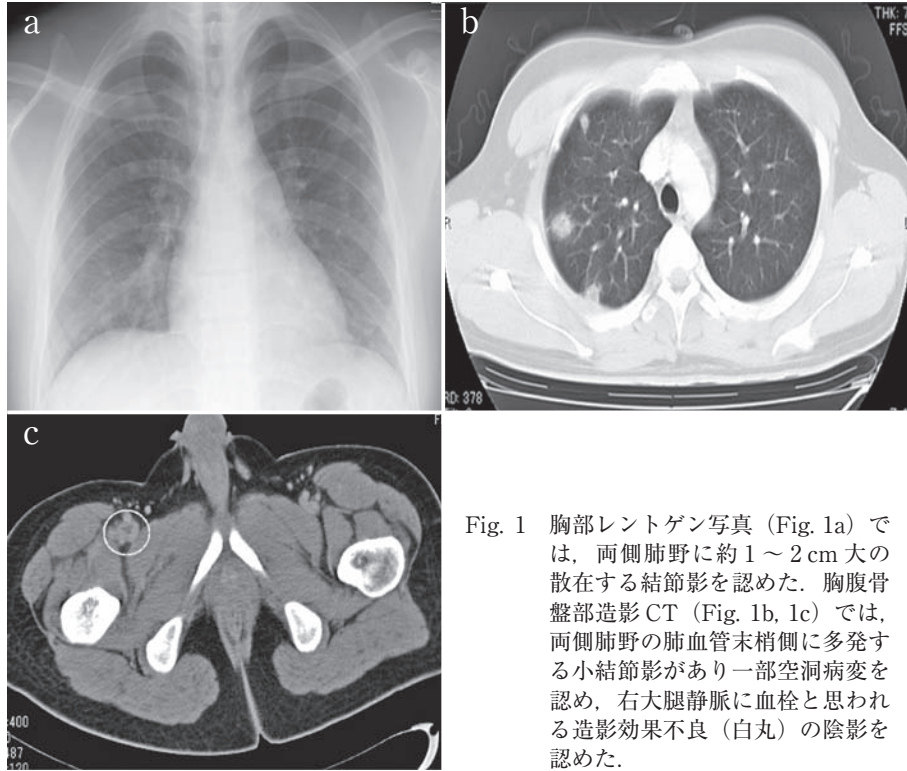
胸部レントゲン写真 (Fig. 1a) では、両側肺野に約 1 ~ 2 cm 大の散在する結節影を認めた。胸腹骨盤部造影 CT (Fig. 1b, 1c) では、両側肺野の肺血管末梢側に多発する小結節影があり一部空洞病変を認め、右大腿静脈に血栓と思われる造影効果不良 (白丸) の陰影を認めた。
